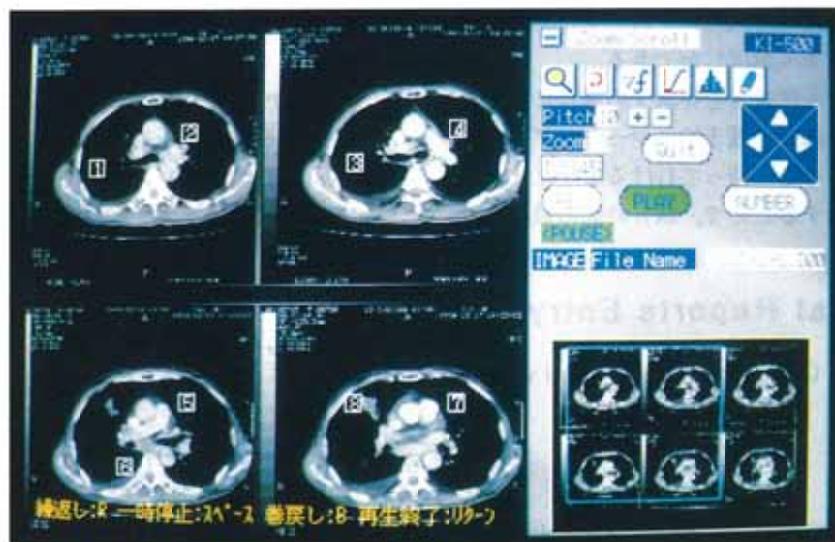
An example of screen display for the oral report output window. In our experiment, oral reports were replayed by one internist and one surgeon, and they listened to oral presentation, seeing original CT images by CRT display at the same time. They could see anatomically specific points which were marked by a radiologist at the time of image interpretation when they were listening to replayed reports. Our software of oral reports replay has a function of repeating, pause, partial replay, cyclic partial replay and replay cut.
